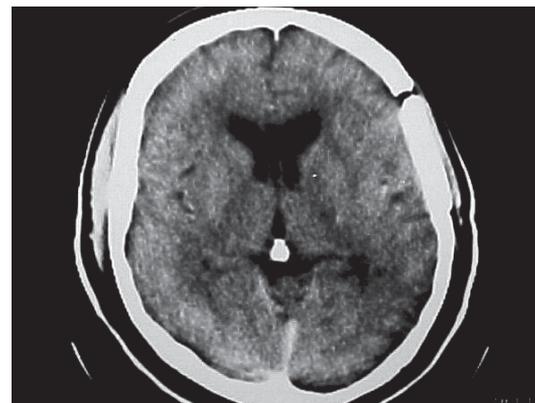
TAC posoperatoria.
